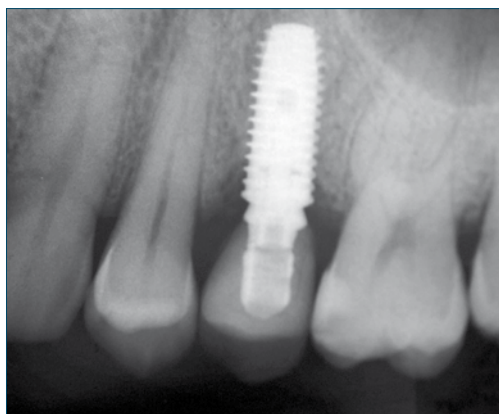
Controllo radiografico a 12 mesi dall'intervento.
